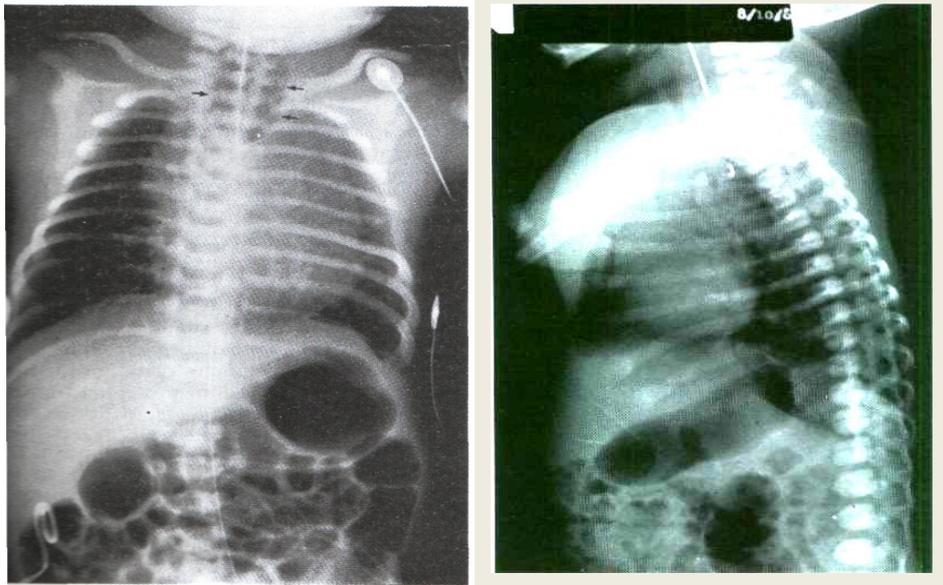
Рентгенография. Расширенный проксимальный сегмент пищевода (указан стрелками). Катетер на уровне Th3 в слепом верхнем сегменте. Газ в желудке и тонкой кишке. АП с нижним ТПС (3-й тип)
